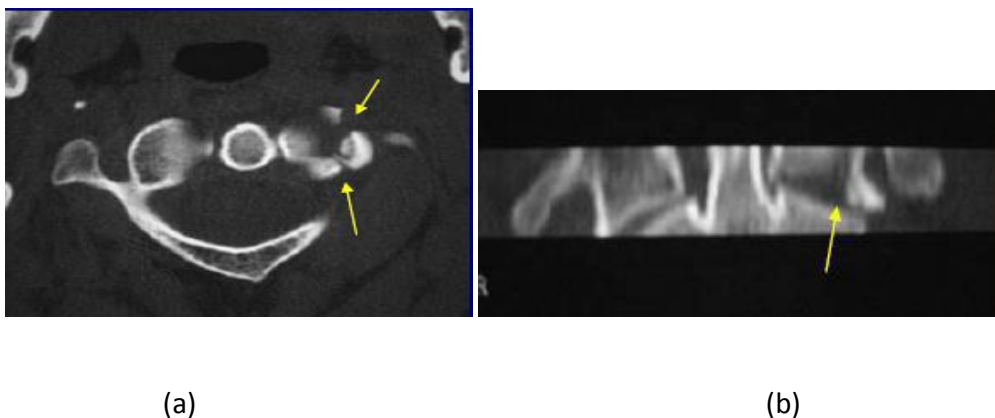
TDM coupe axiale (a) et reconstruction frontale (b): Fracture des masses latérales de C1
